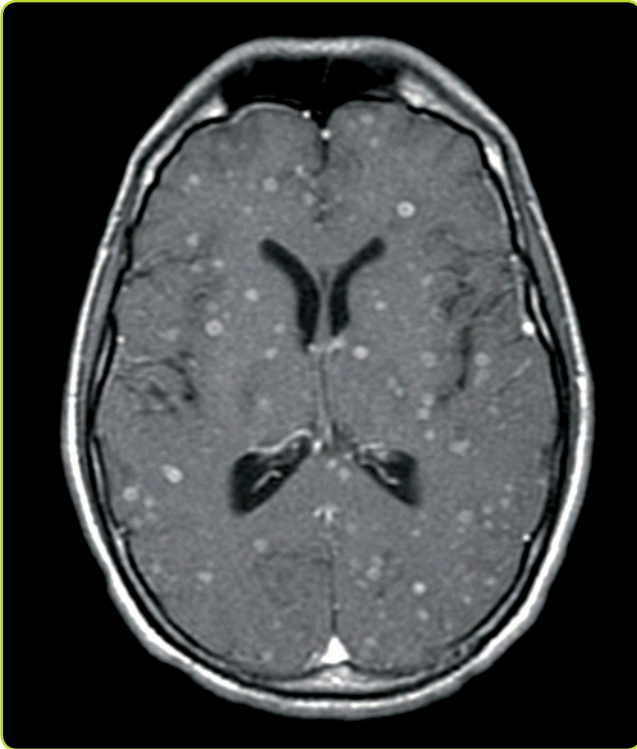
RM cerebral (T1 con gadolinio). Múltiples lesiones nodulares con captación de contraste en paciente VIH con toxoplasmosis cerebral.
